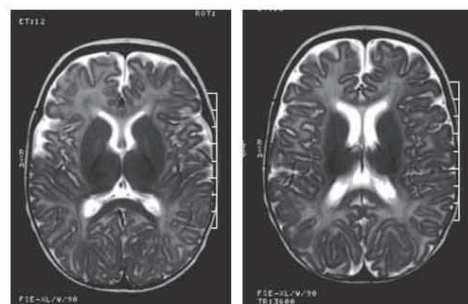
Brain magnetic resonance imaging (MRI) of case 1 at 4 months of age. T2-weighted images show moderate slight frontal and insular atrophy
